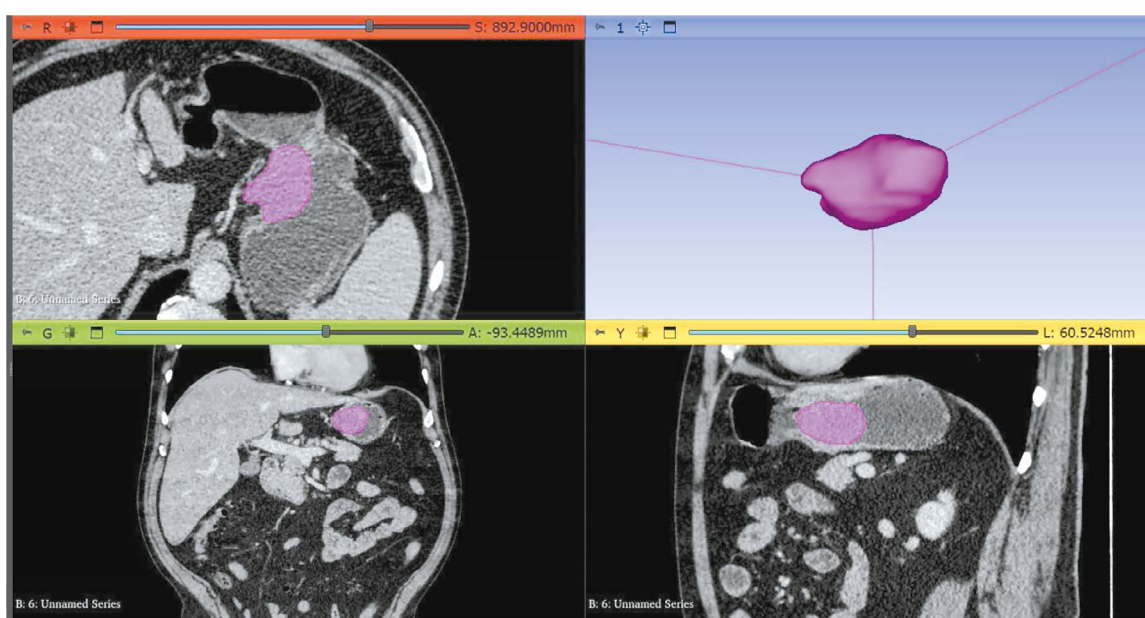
Пример сегментации опухоли с использованием программного обеспечения для текстурного анализа (Slicer 3D): результат компьютерной томографии в венозную фазу сканирования у пациента с гастроинтестинальной стромальной опухолью желудка.
